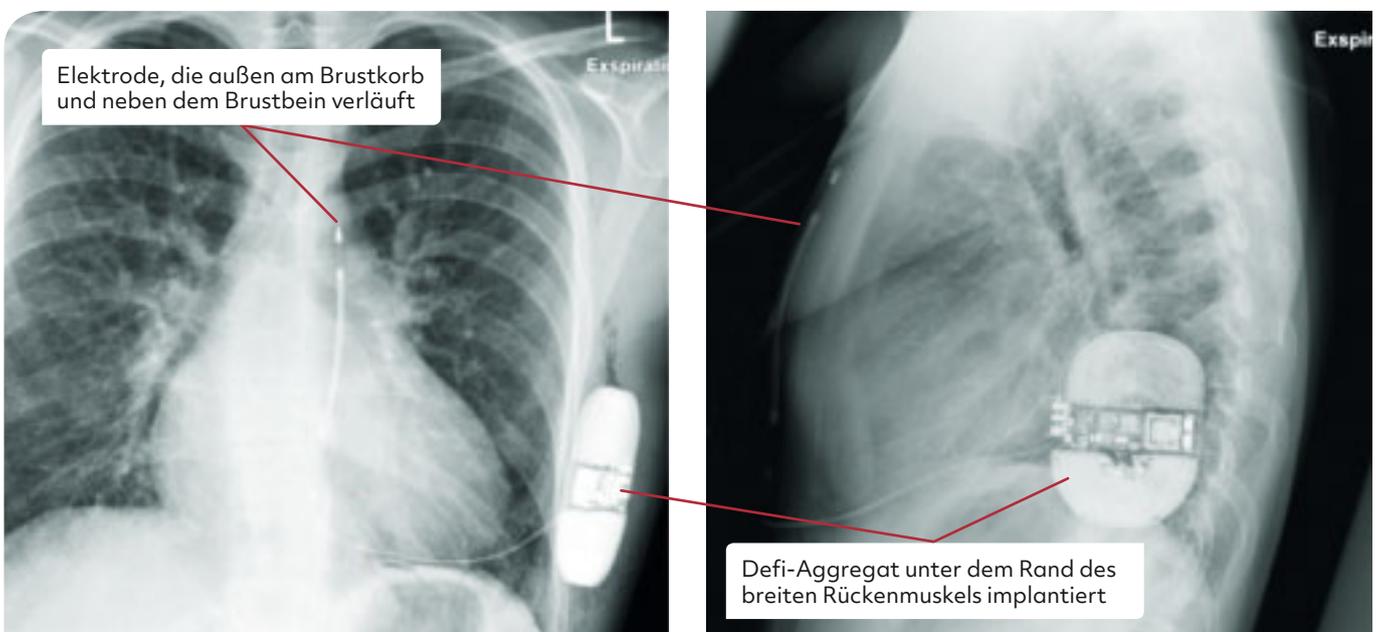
Röntgenbild eines subkutanen Defibrillators.
